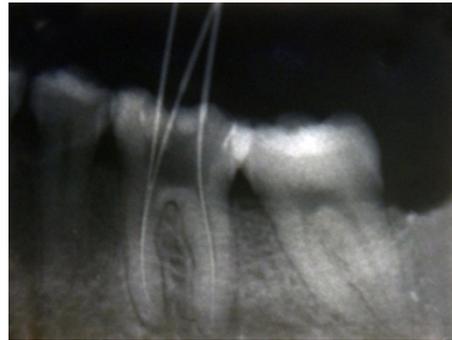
Radiographie broche en place.
